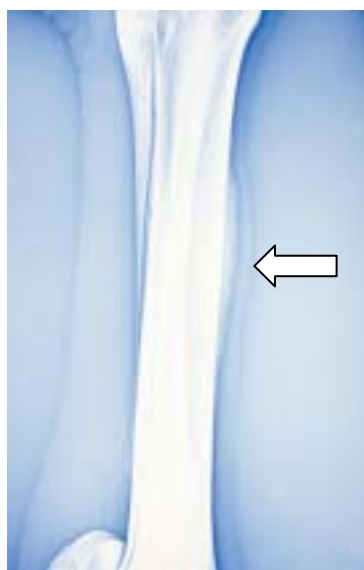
管骨骨膜炎のおきた若馬の管骨前面(X線像)
